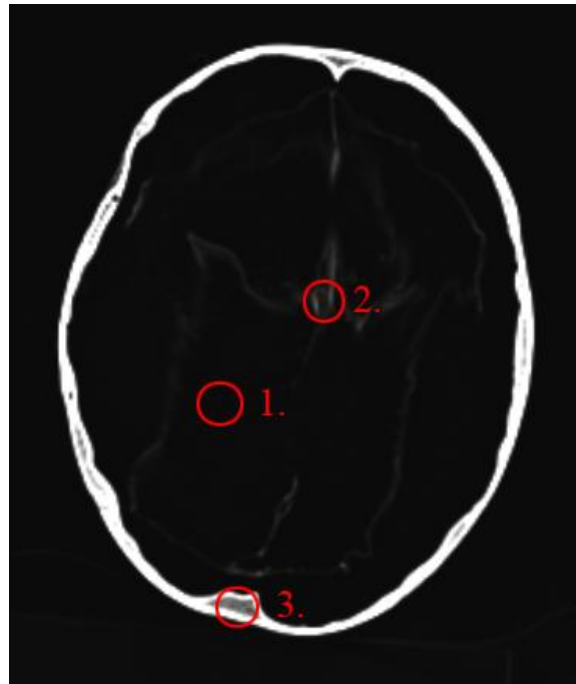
Peru, Bild 2, CT
